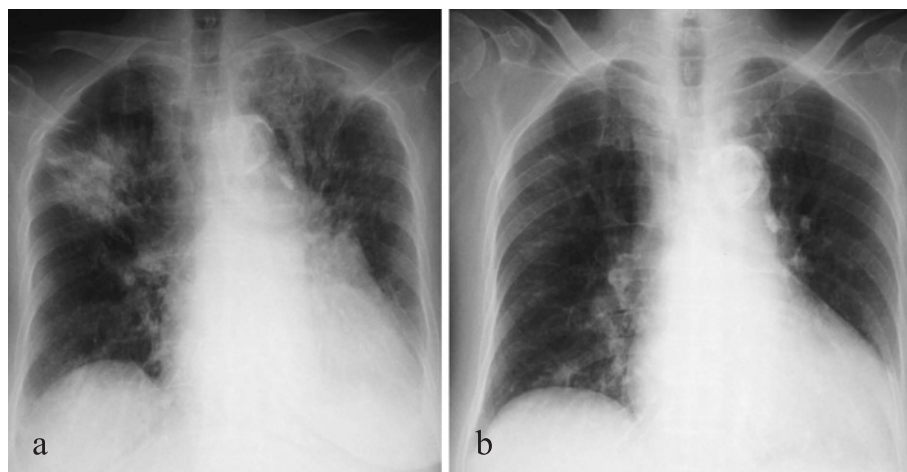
Chest radiograph on the fourth day after admission (a) shows that the infiltrative shadows have improved. Chest radiograph on the 25th day after admission (b) shows disappearance of the infiltrative shadows.
